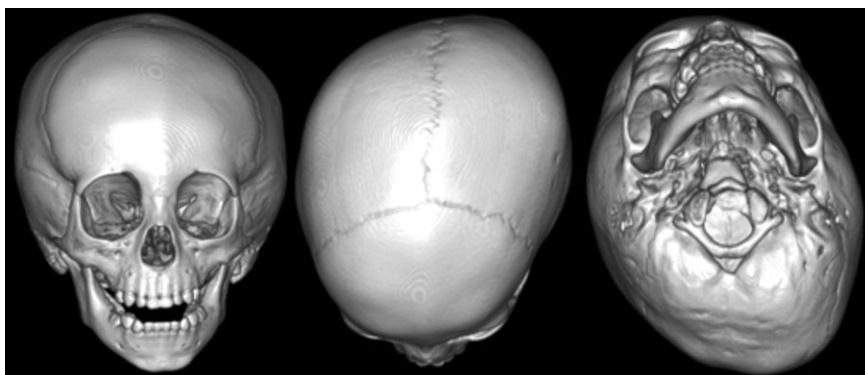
Three-dimensional CT showing left plagiocephaly associated with left congenital muscular torticollis.
